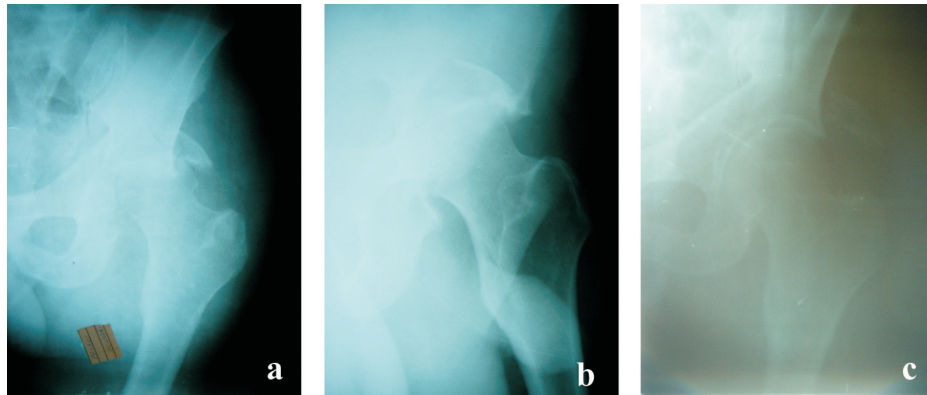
Pacientul K. Radiografiile preoperatorii:
